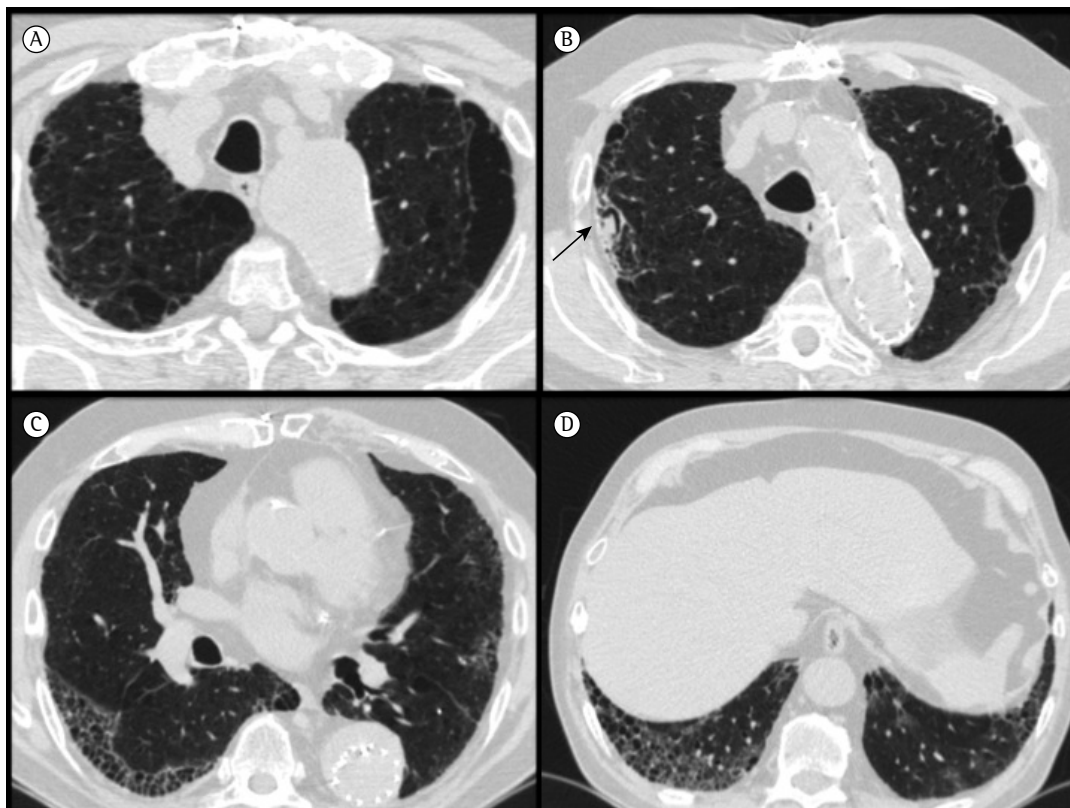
TC de tórax de uma paciente de 67 anos de idade com combinação de fibrose pulmonar e enfisema, mostrando enfisema centrolobular e parasseptal nos lobos superiores (A e B), bem como opacidades em vidro fosco, bronquiectasias de tração e faveolamento nos lobos inferiores (C e D). Nota-se um aspergiloma em uma das bolhas parasseptais no lobo superior direito (seta preta, em B).
